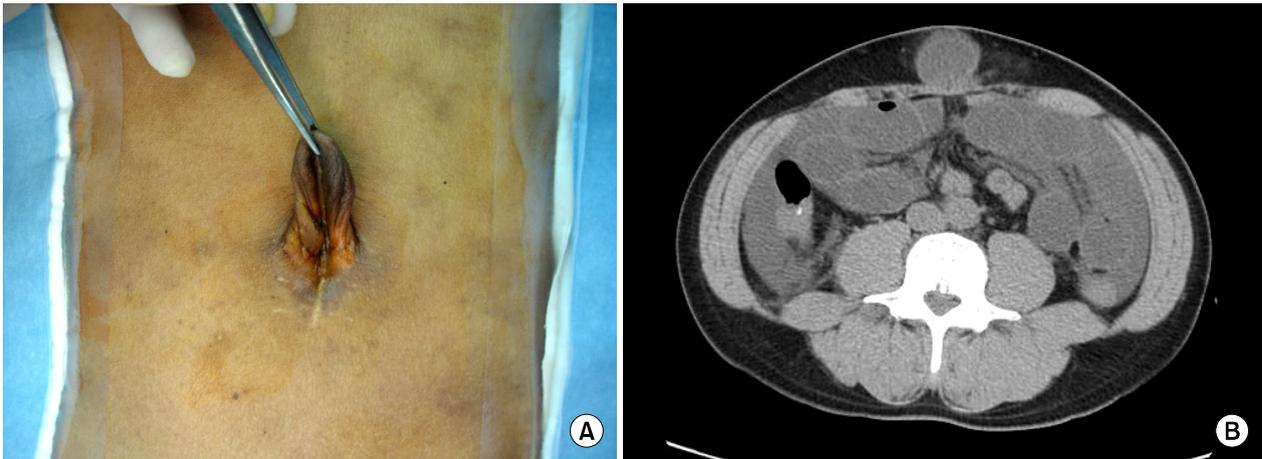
The recurred case of umbilical hernia on CAPD. (A) Umbilical hernia at first operation. (B) Incarcerated small bowel into recurred umbilical hernia on CT image.
